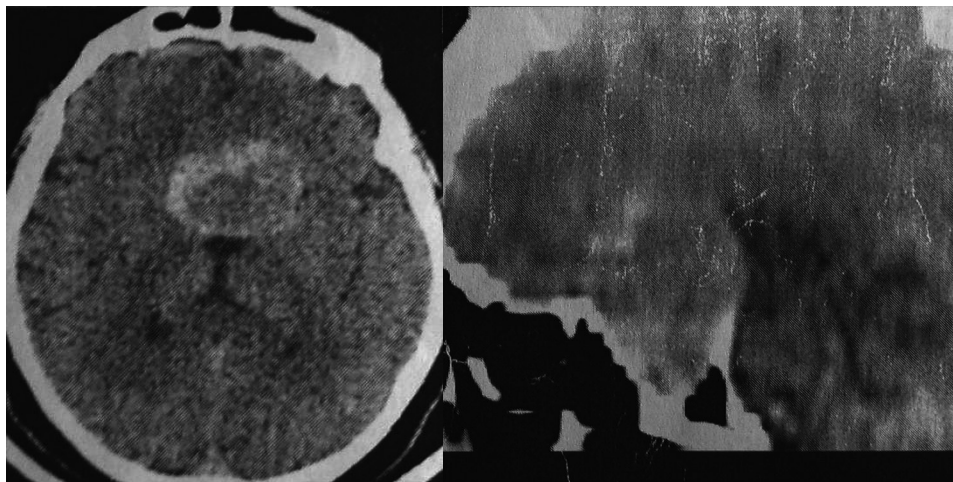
Рентгеновская компьютерная томограмма пациента с гигантской аденомой гипофиза.
